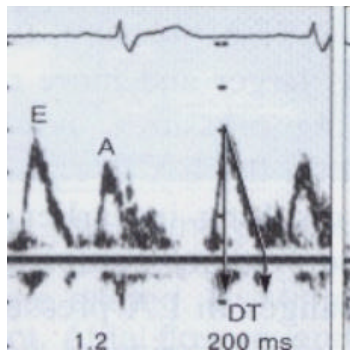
Doppler do Fluxo Mitral ( Oh, JK, Seward JB, Tajik AJ. The Echo Manual. 2 ed. Lippincott Willians e Wilkins. 1999. p.47).
